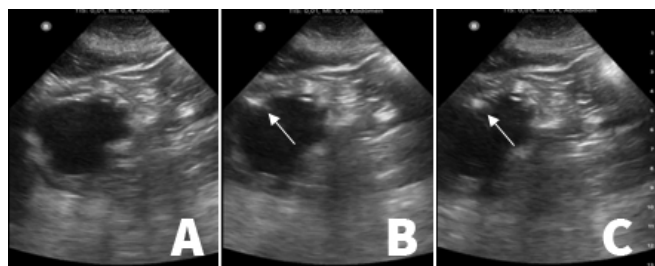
Ecografia para confirmação da presença da sonda gástrica no estômago: cavidade gástrica (A); presença da ponta da sonda (B) e confirmação da mesma (C). Setas: sonda gástrica
